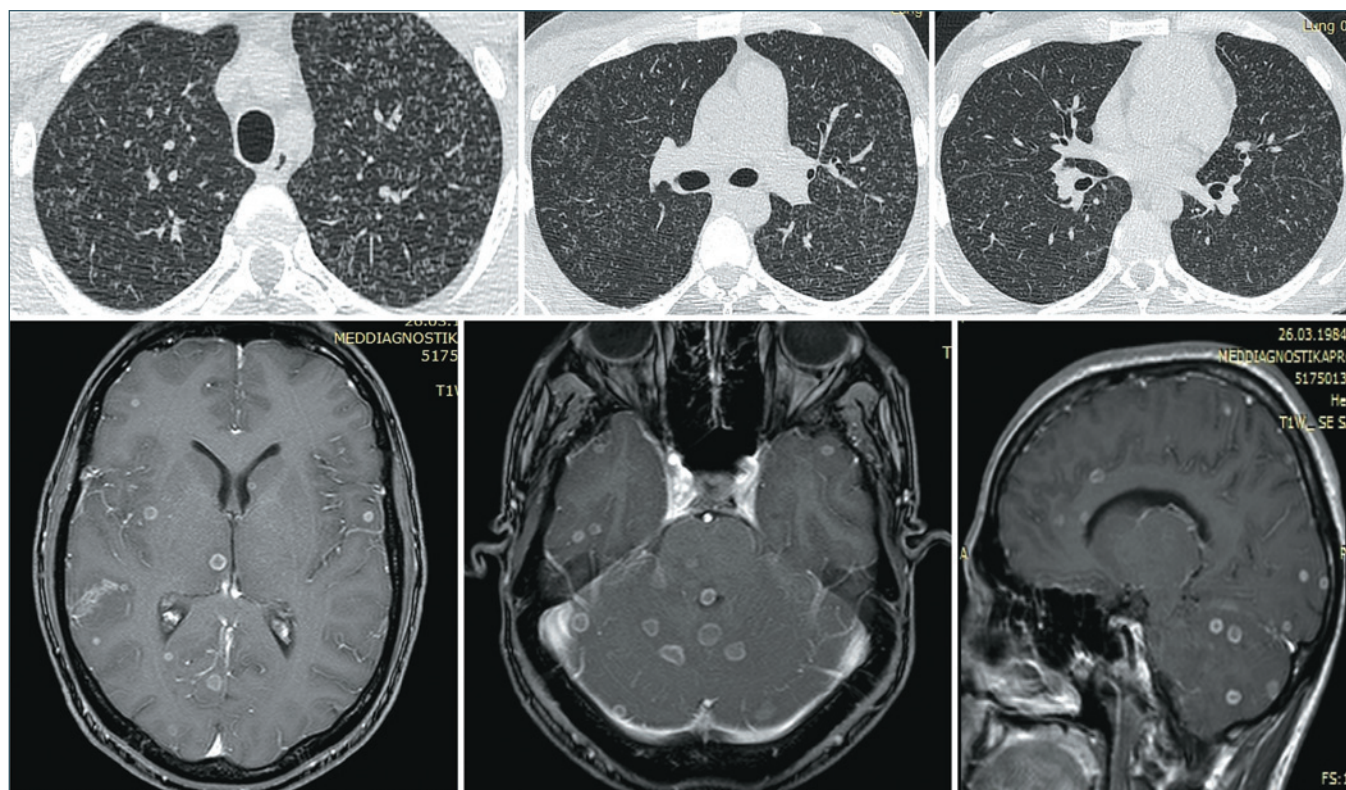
КТ органов грудной клетки и головы при генерализованном туберкулезе: острая тотальная гематогенная милиарная диссеминация в легких и полиморфные очаги в головном мозге
